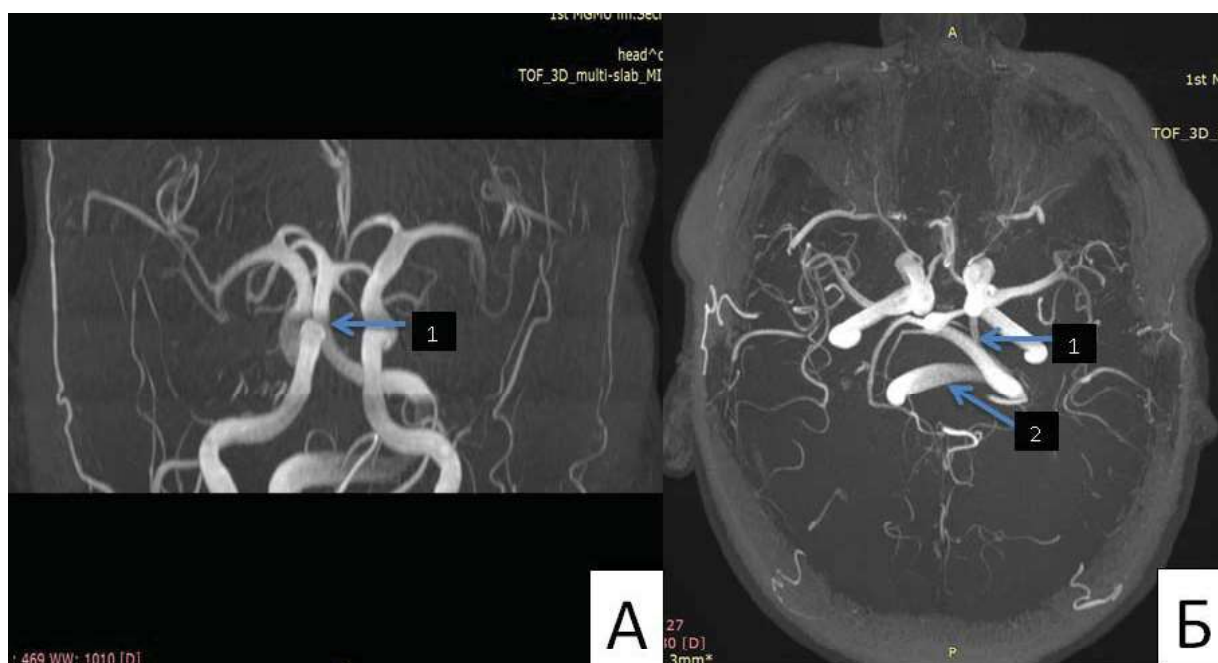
МРТ головного мозга пациента 2 (1 – компрессия и деформация варолева моста слева деформированной и дистопированной основной артерией, 2 – компрессия в области выхода корешка тройничного нерва слева)
